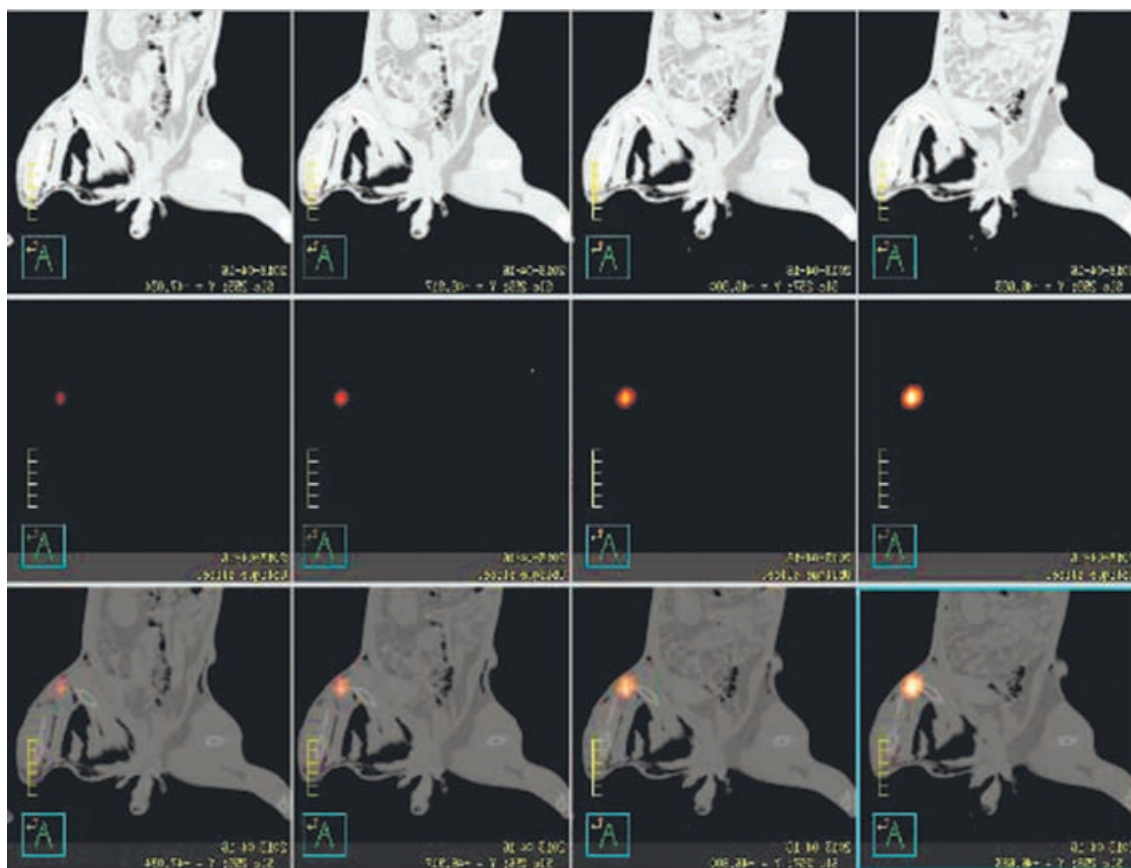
ОФЭКТ/КТ исследование через 72 ч после введения препарата, аксиальная проекция
